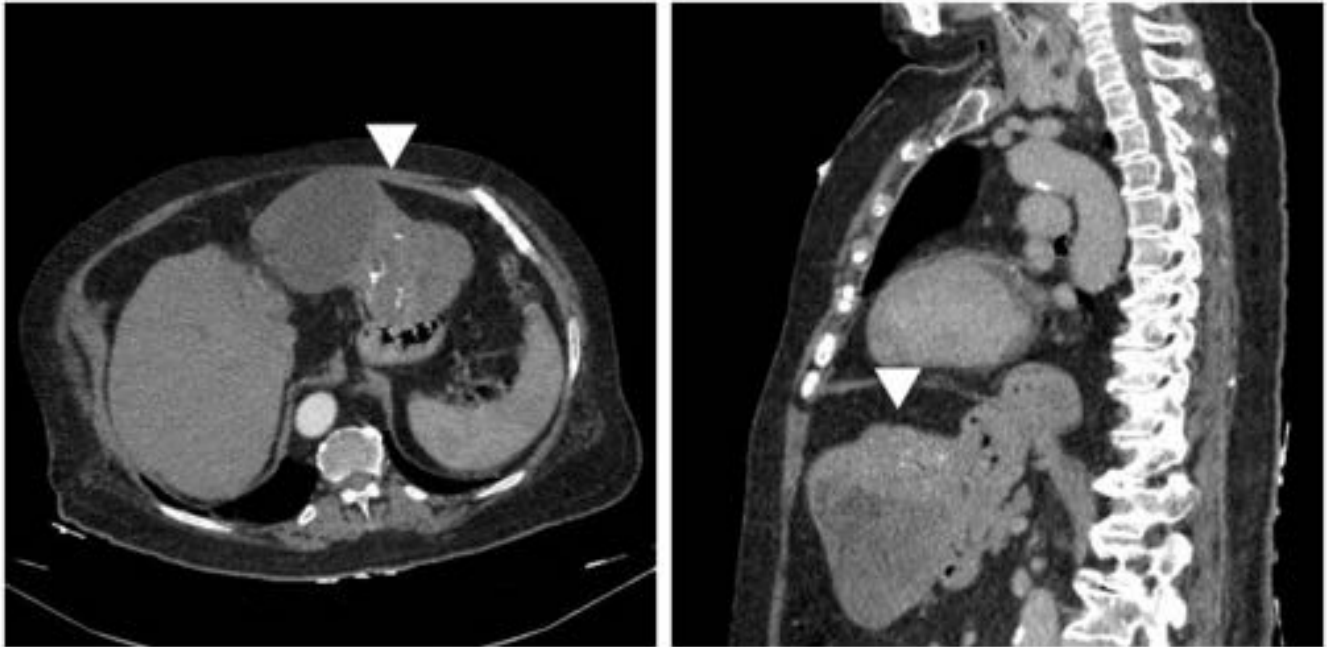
Mujer de 86 años. TC: voluminosa masa dependiente de cara anterior del estómago, que presenta amplia área quística-necrótica y calcificaciones. Posteriormente se demostró GIST gástrico
